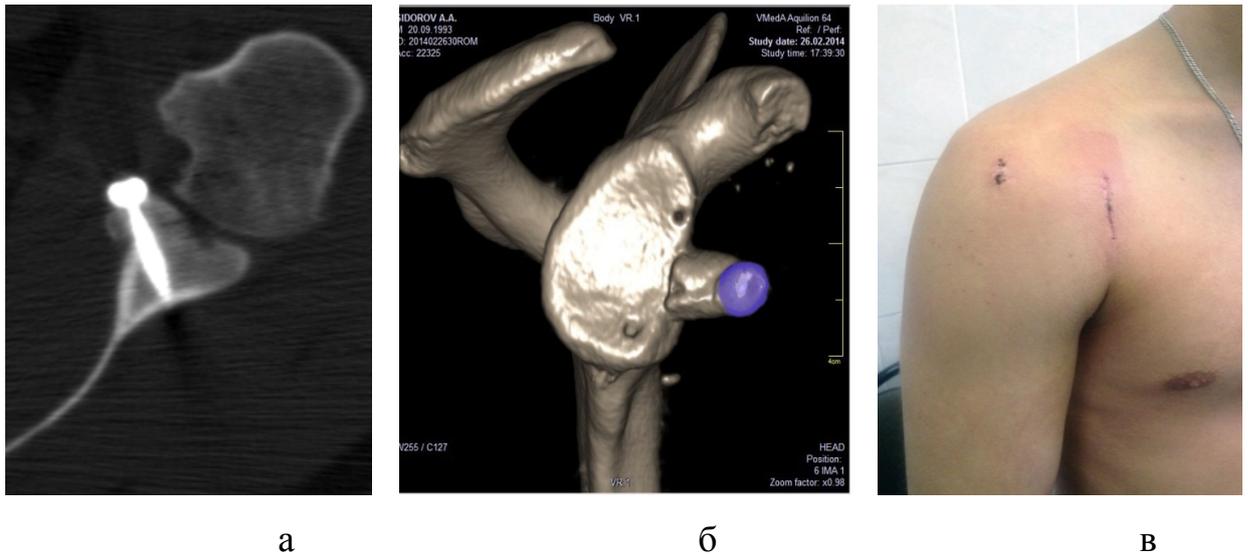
КТ на третьи сутки после операции (а, б);
